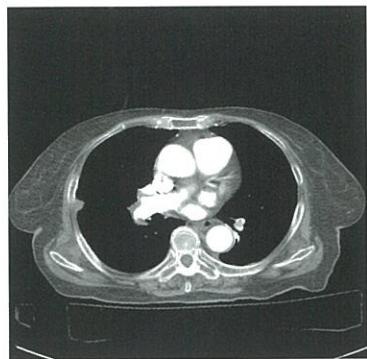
造影CT画像で右肺動脈の造影欠損を認める。
